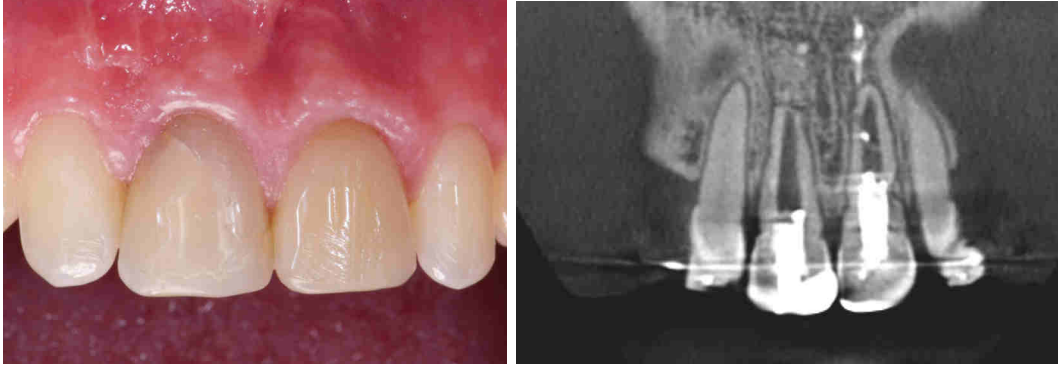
Situation clinique et CBCT pré-opératoire de 11 et 21
